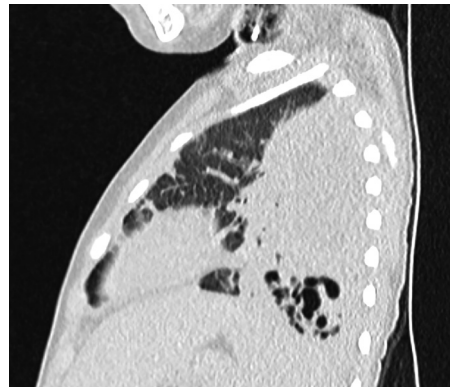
CT plic, provedeno 11. den, byla patrna konsolidace plicního parenchymu v dolním laloku levé plice s četnými pneumatokélami
